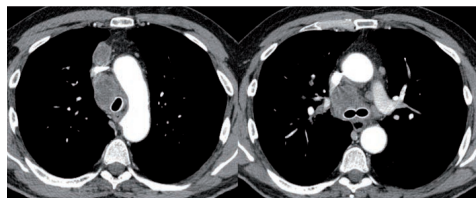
Tomografía computarizada de la prótesis de Dumon en "Y". Imagen de la tráquea y ambos bronquios principales permeables.
